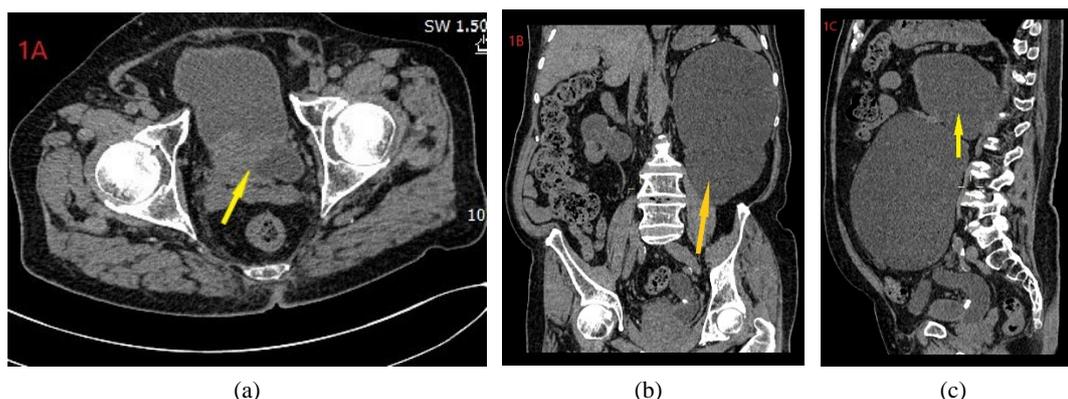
(a) Axial CT; (b) Coronal MPR reconstruction; (c) Sagittal MPR reconstruction
